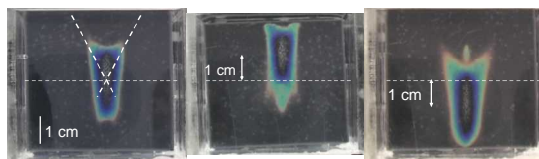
Ultrasound images of the gels after ultrasound irradiation for microbubble destruction at 10 or 100 pulses
